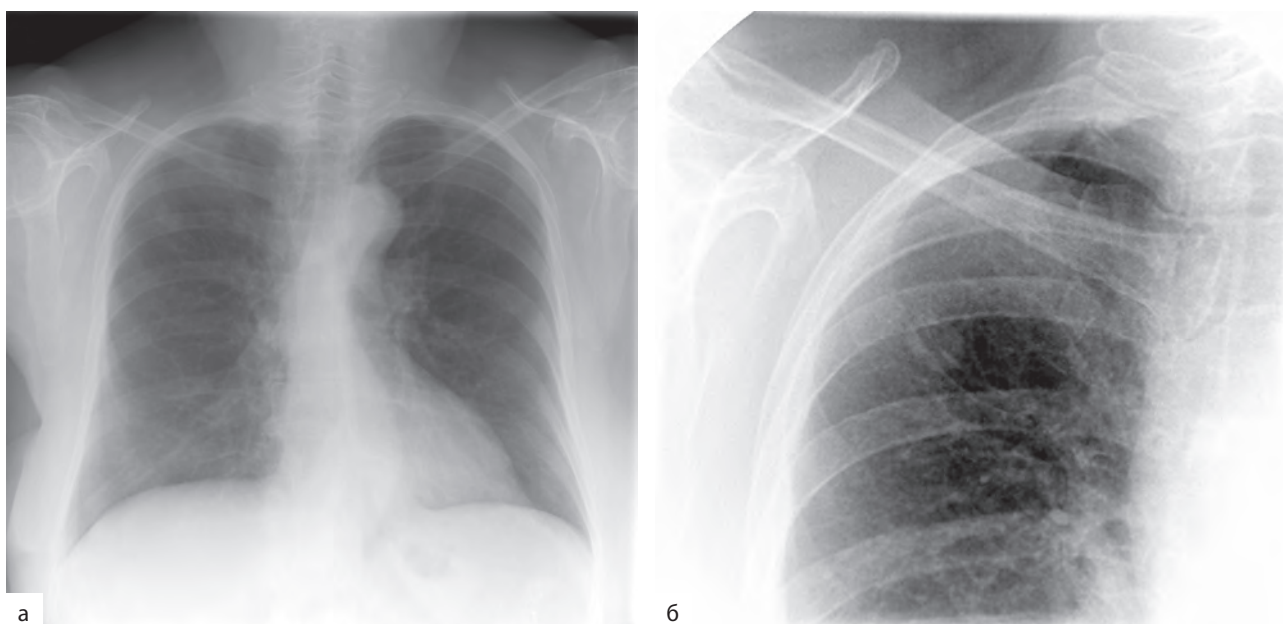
Рентгенограмма (а) и прицельный снимок, выполненный при рентгеноскопии (б). В верхней доле правого легкого патологическое образование с нечеткими контурами — периферический рак
